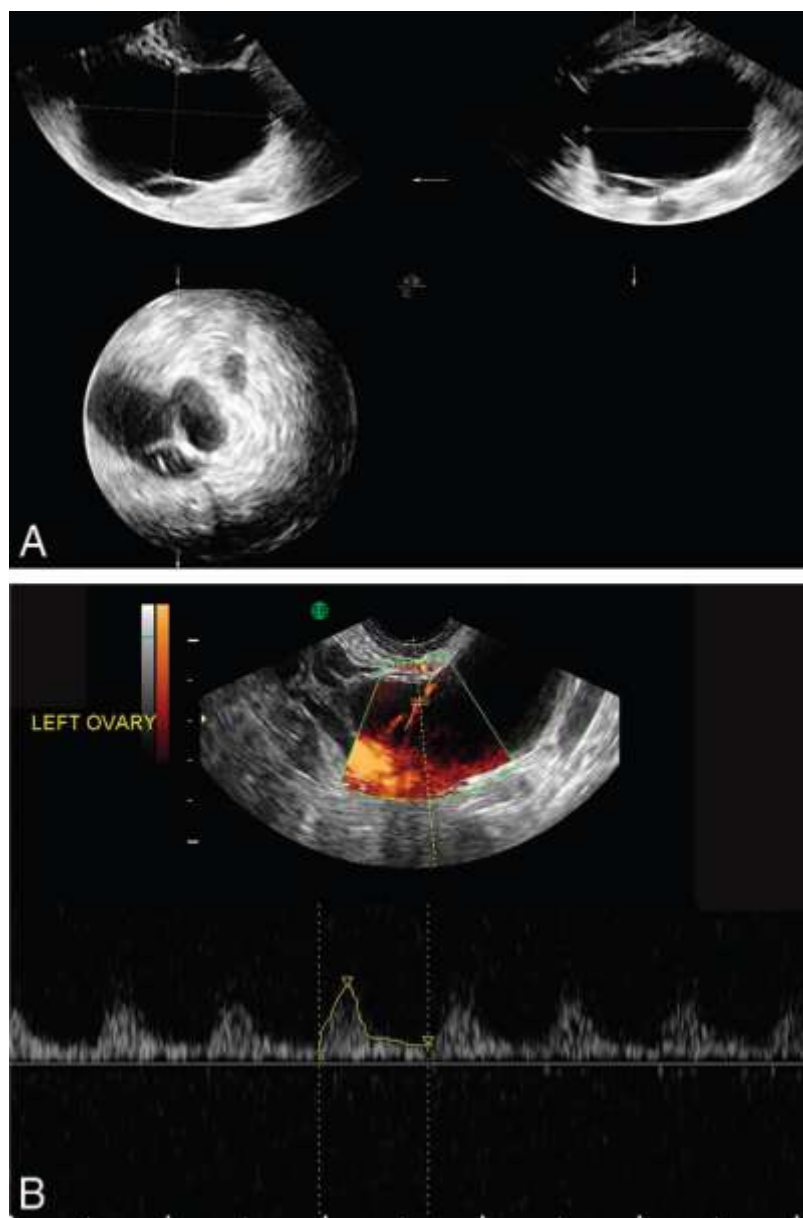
A. Imágenes de ultrasonido bidimensional y tridimensional de una mujer menopáusica de 73 años de edad que presenta una masa quística septada de 6 cm en el ovario izquierdo. B. Exploración Doppler de la pared septal del quiste que mostró flujo sanguíneo dentro del septum, lo cual sugiere malignidad. El estudio histopatológico de la lesión reportó un cistoadenoma seroso. Imágenes cortesía de Noam Lazebnik, MD.
